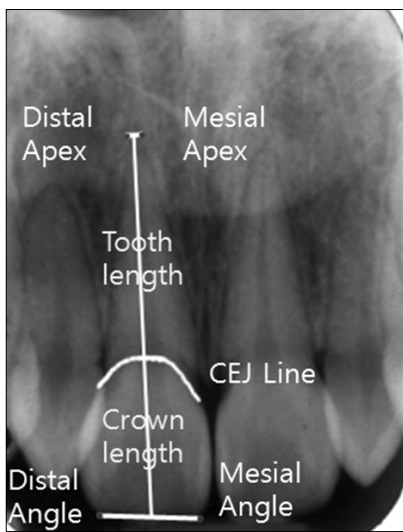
Measurements in digital periapical radiograph. CEJ, Cemento-enamel junction.
